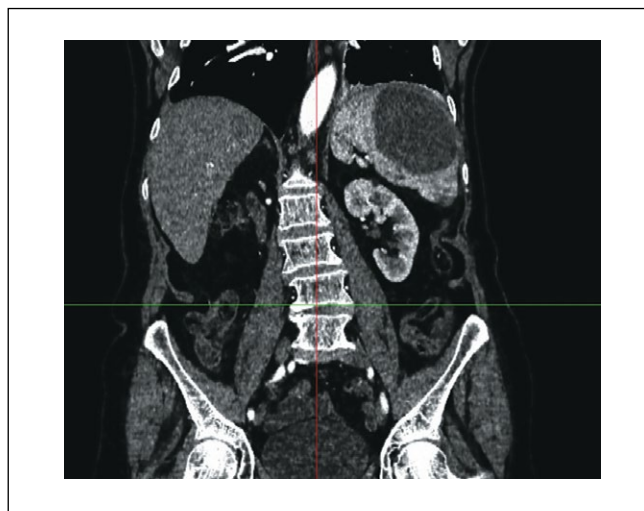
Компьютерная томография больной Н. Корональная проекция.
